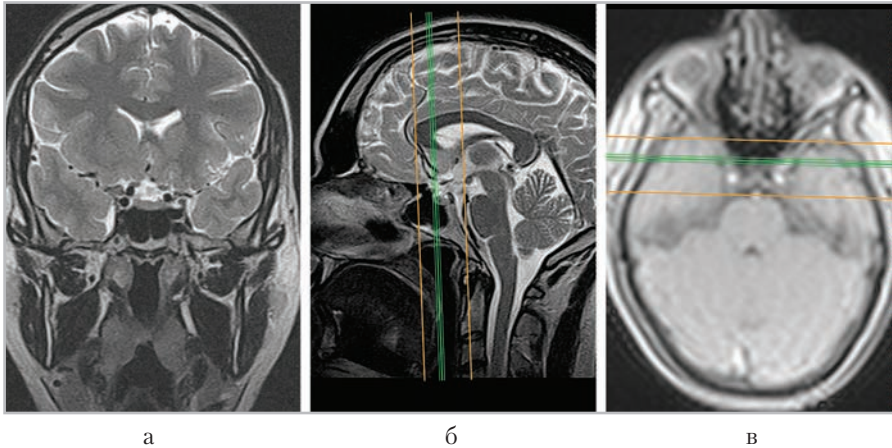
МР-томограммы, полученные для планирования коронарных срезов (*а*) в сагиттальной (*б*) и аксиальной (*в*) плоскостях
